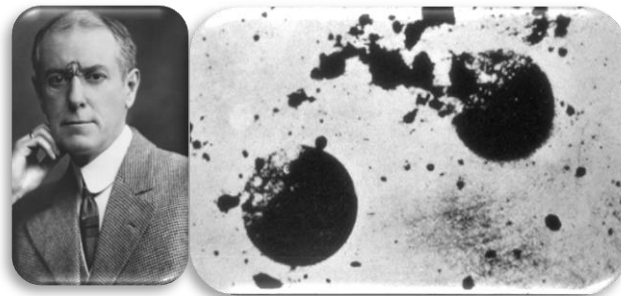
Arthur Willis Goodspeed y la radiografía de las monedas
